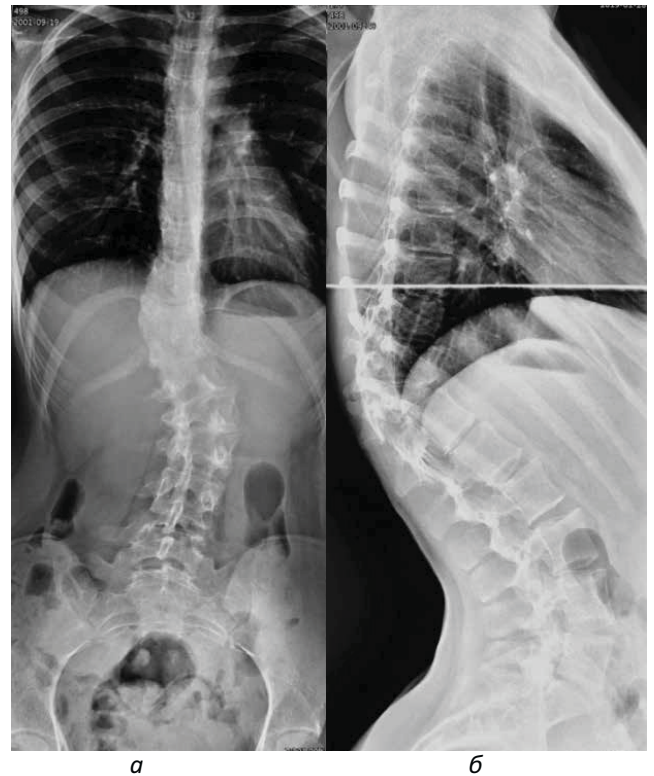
Рентгенограми хворої Г. у передньо-задній (а) і бічній (б) проєкціях до хірургічного лікування
